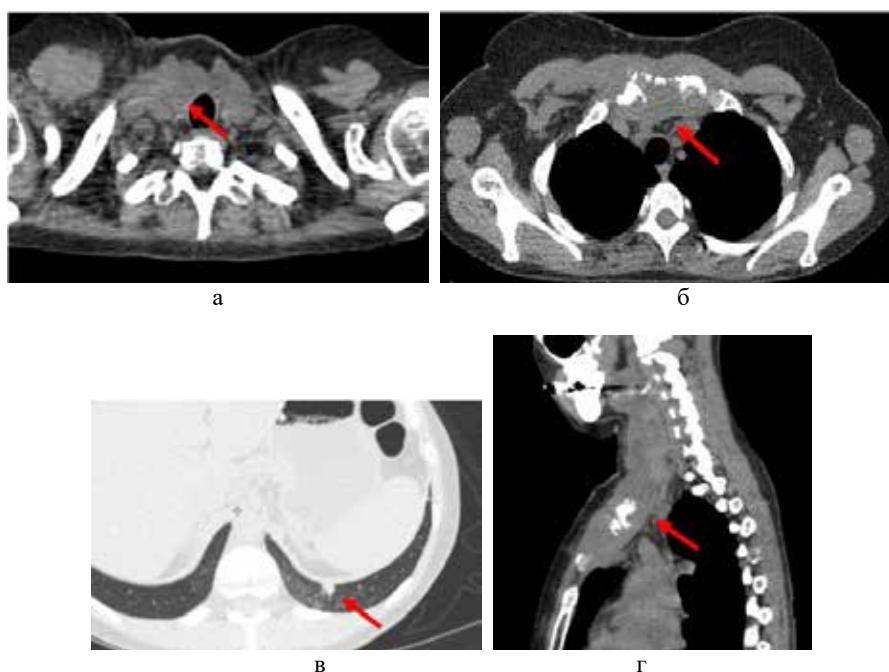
Больная Б., 40 лет. СКТ органов грудной клетки. На аксиальных (а, б) и сагиттальной (г) КТ проекциях определяется мягкотканное образование неоднородной структуры за счет гиподенсивных участков, литически разрушающее рукоятку грудины с распространением на мягкие ткани шеи и передней грудной стенки справа. На аксиальной КТ проекции (в) в нижней доле левого легкого выявлено очаговое образование размером 9x5 мм
